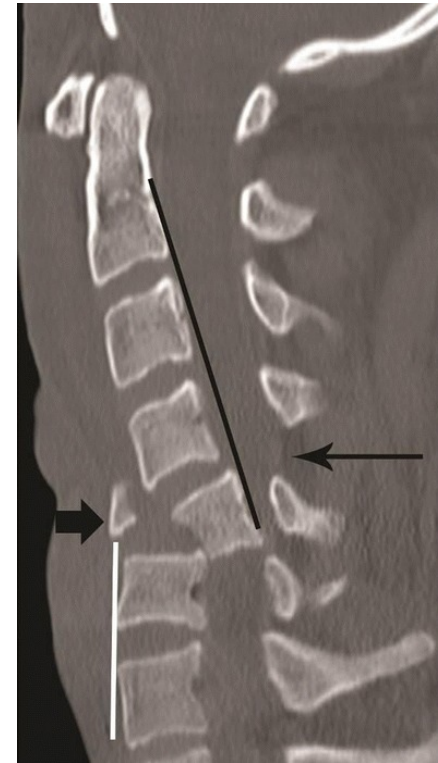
Sagittal-CT Teardrop-Fraktur bei junger Patientin (von ResearchGate.com)
